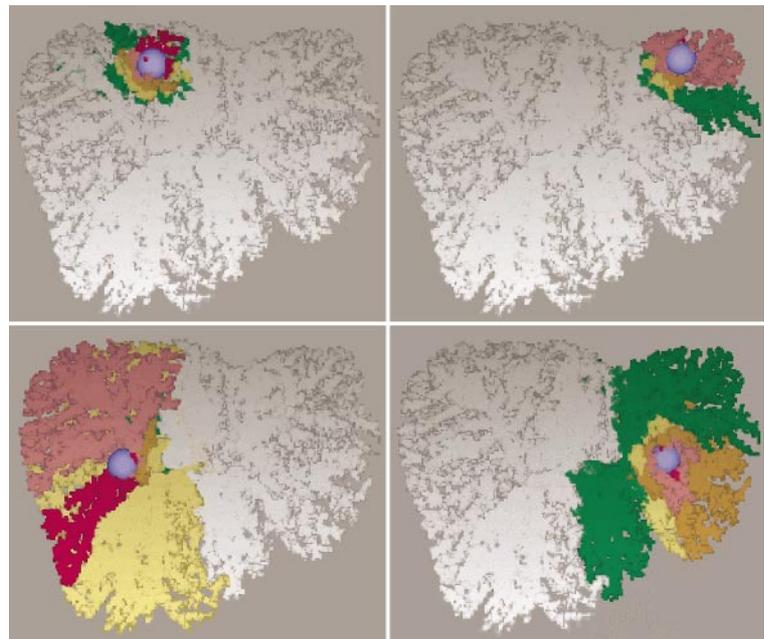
▲ In die Modelle von Ausgusspräparaten wurden an verschiedenen Orten Tumoren mit einem Sicherheitsrand implantiert und errechnet, welche Territorien entnommen werden müssen, um den Tumor möglichst organschonend zu entfernen. Die Farben repräsentieren unterschiedliche Sicherheitsränder (rot 0,5 cm, orange 1 cm, hellbraun 1,5 cm, gelb 2 cm, grün 2,5 cm). Die CT-Daten der Ausgusspräparate wurden von Priv.-Doz. Jean Fasel, Institut für Morphologie, Universitätsklinik Genf zur Verfügung gestellt. Mit freundlicher Genehmigung von Dirk Selle, MeVis Bremen
